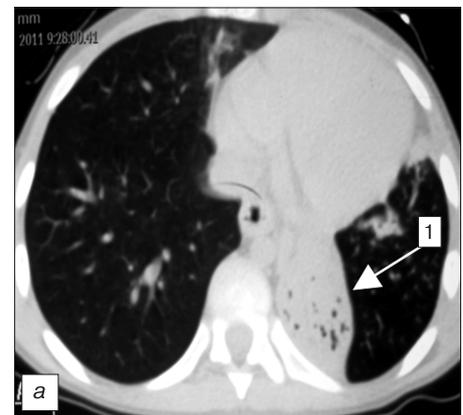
КТ органов грудной клетки: до операции (а), после операции (б).
